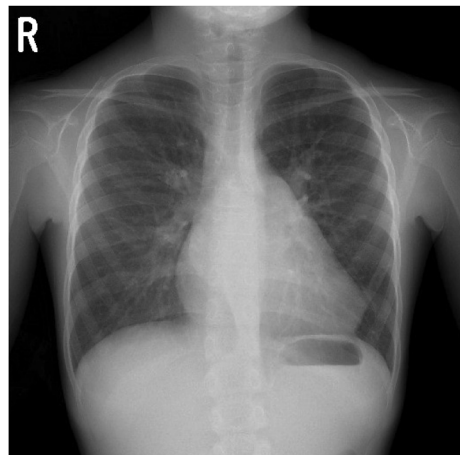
Chest X-ray at the age of 7 years and 3 months revealed cardiomegaly (cardiothoracic ratio was 58%) with normal pulmonary vasculature
